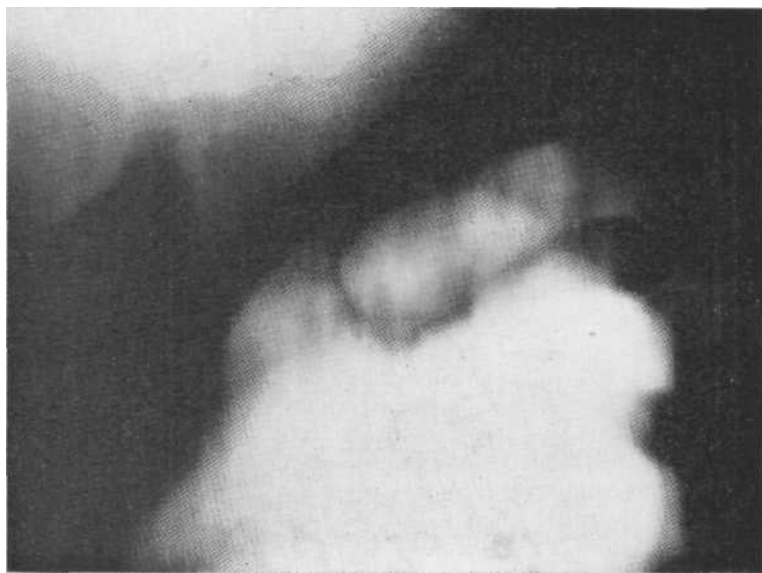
Томограмма в прямой проекции. Контактный отпечаток. Субплеврально расположенная санированная каверна верхней доли. Видны все стенки полости, в том числе и верхняя, что позволило исключить субплевральную буллу. Операция.
